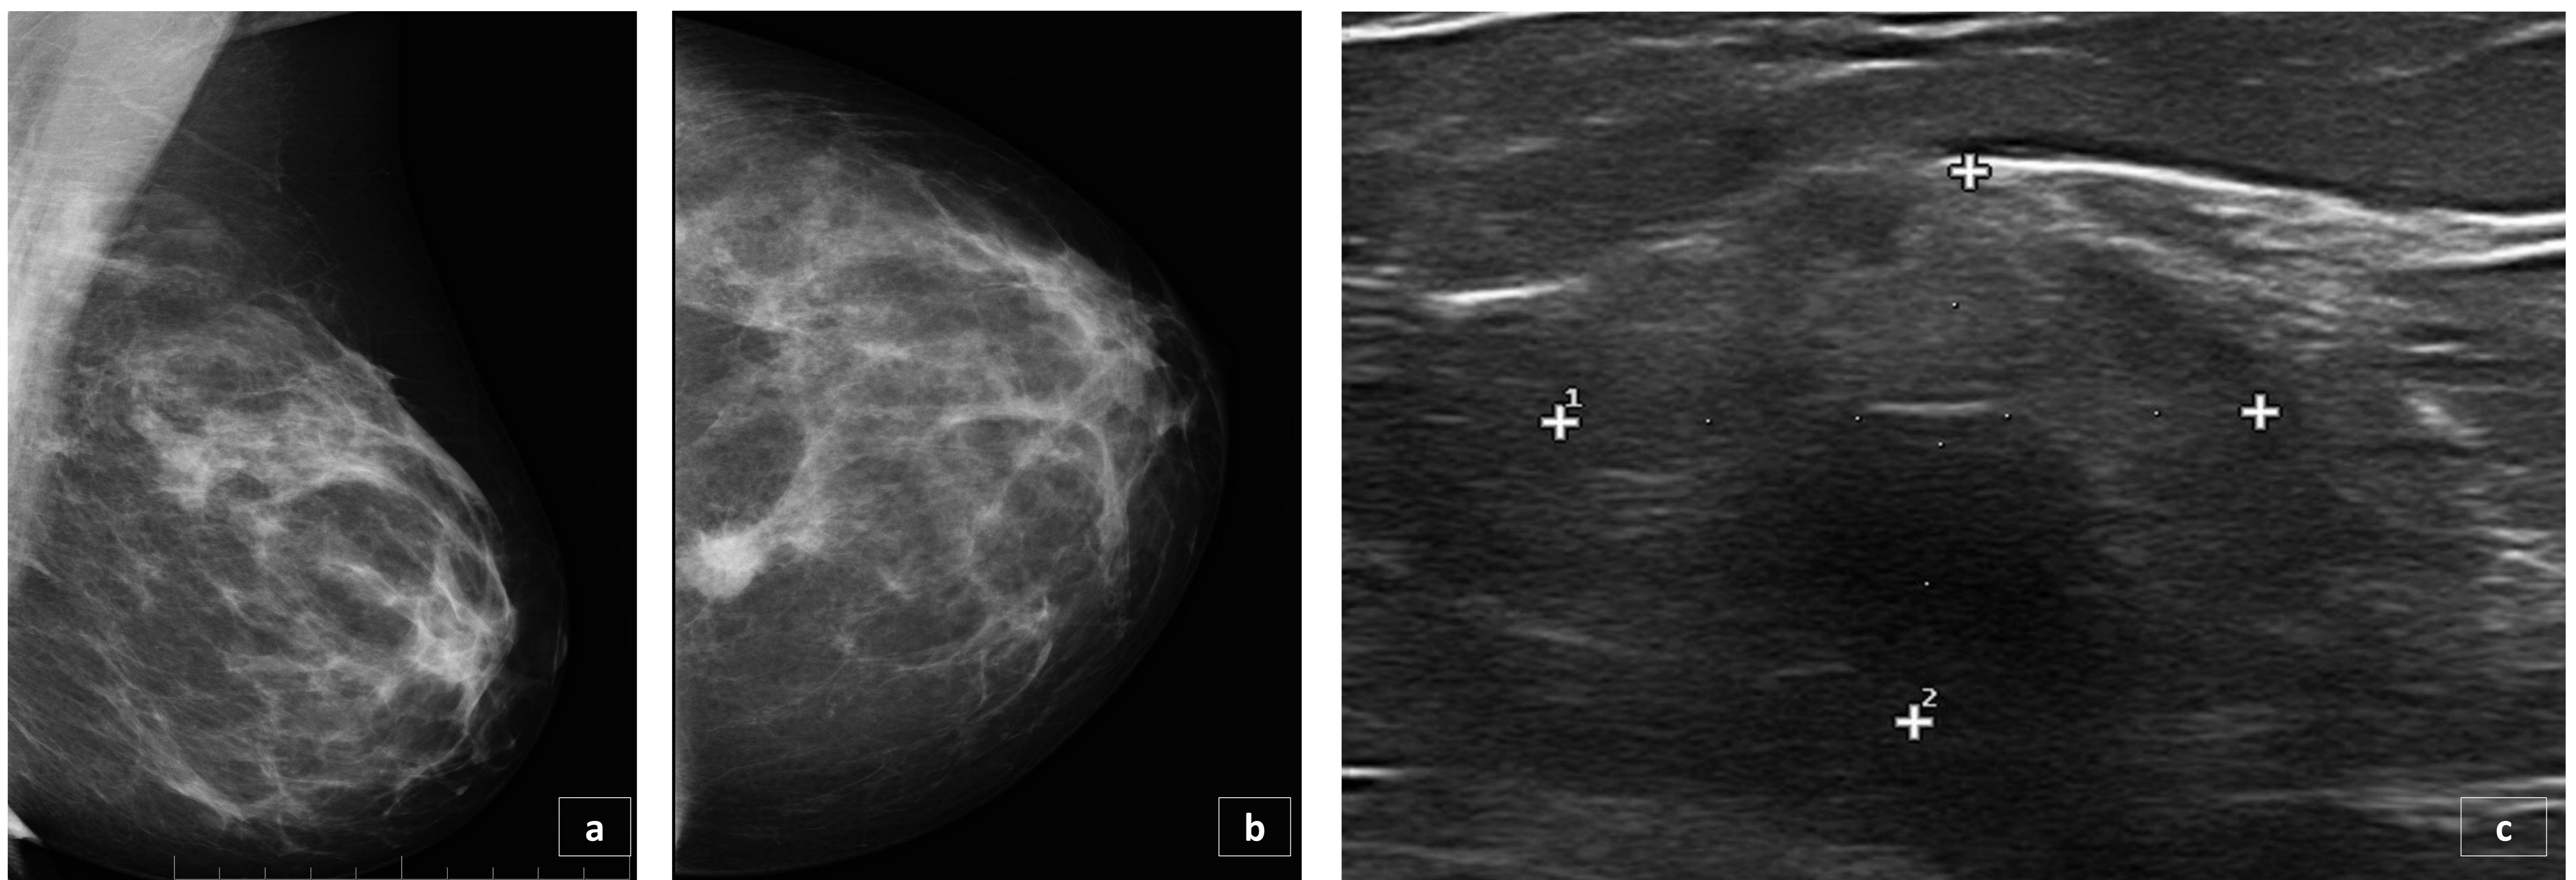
Mujer de 35 años que consulta por *mastalgia izquierda*. *Mamografía* en proyección *mediolateral oblicua OML* (a) y *craneocaudal CC* (b) de la mama izquierda. El estudio muestra unas mamas de densidad fibroglandular parcheadas (*BIRADS B*), con una masa densa de aspecto sospechoso en el cuadrante supero interno (CSI). *Ecografía*: se aprecia una masa de ecogenicidad heterogénea de bordes mal definidos de 3 x 2 cm que contacta con el músculo pectoral (*BIRADS 5*). El resultado anatomopatológico tras *BAG* demostró un carcinoma ductal infiltrante triple negativo.
